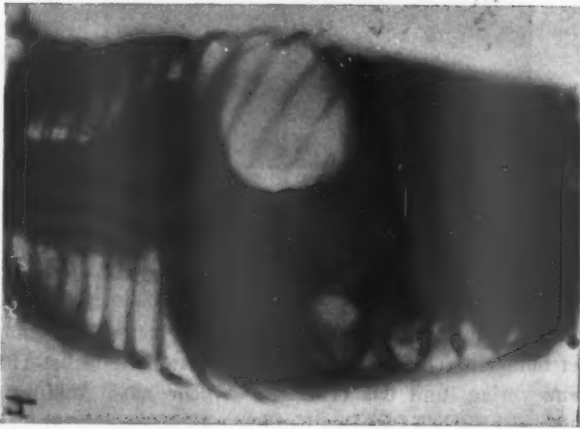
Röntgenaufnahme gleich nach dem Einpumpen der Luft.
